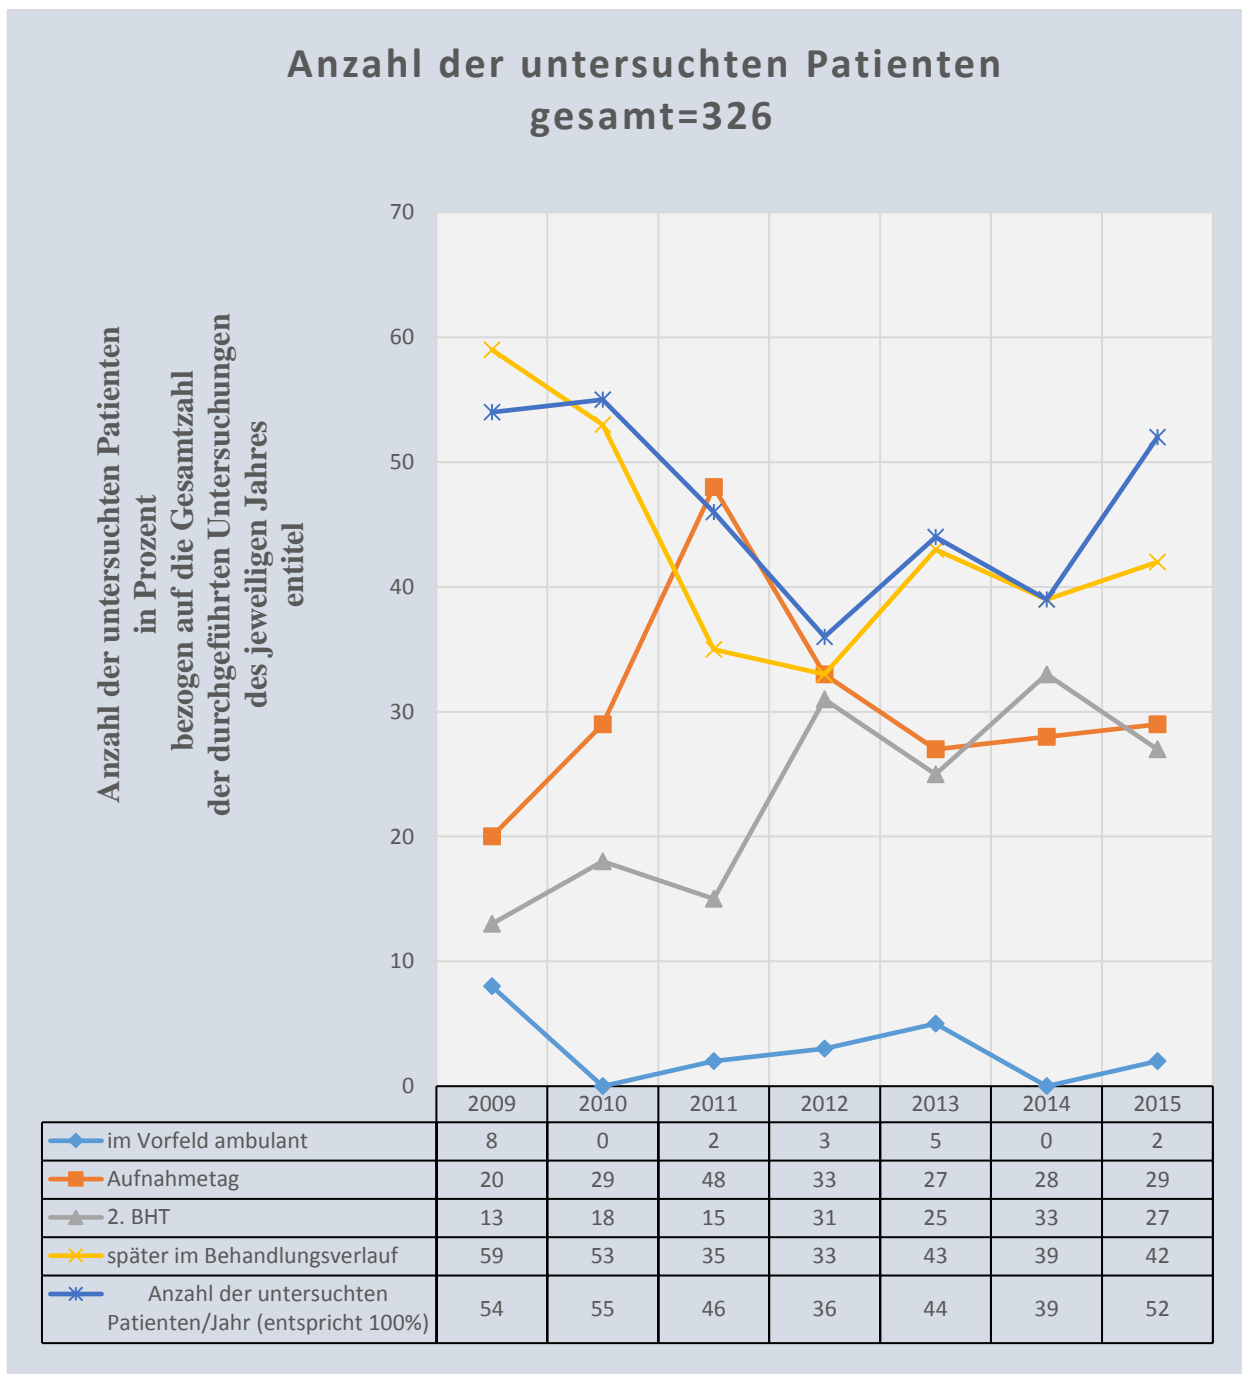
Zeitpunkt der durchgeführten Computertomographie des Abdomens
